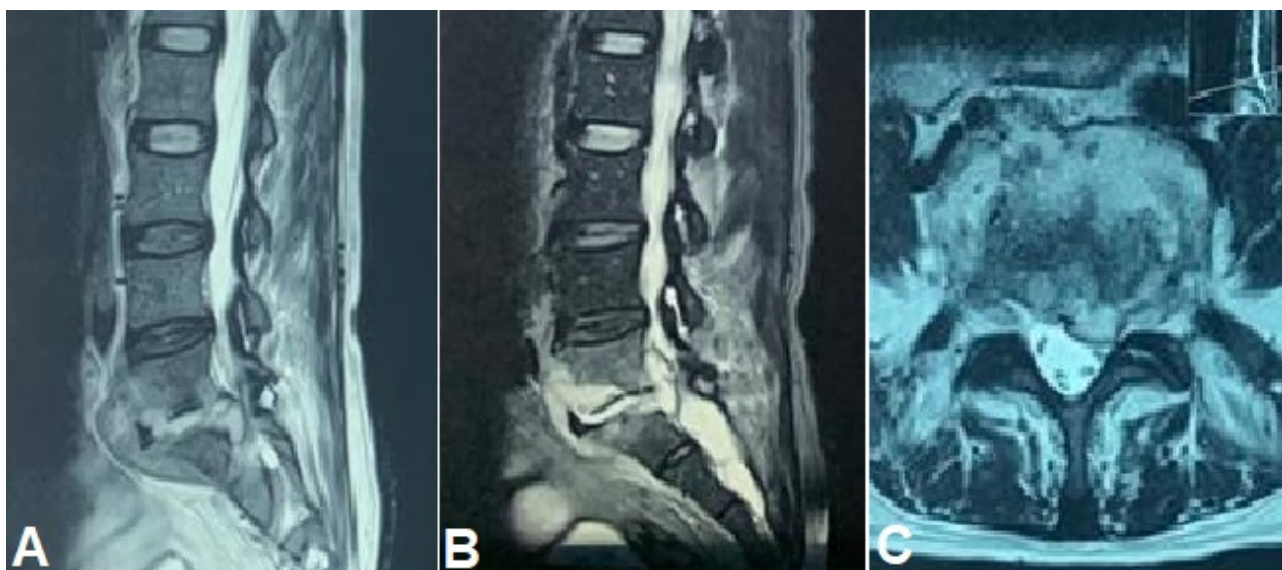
Resonancia magnética de columna lumbosacra muestra en el corte sagital (A) destrucción del disco intervertebral L5/S1 que se extiende a los cuerpos vertebrales L5 y S1 con absceso prevertebral y epidural así como edema de médula ósea en dichos cuerpos vertebrales y tejidos adyacentes como se observa en la secuencia STIR (B). En el corte axial (C) se observa la orientación paramedial izquierda del absceso epidural.
